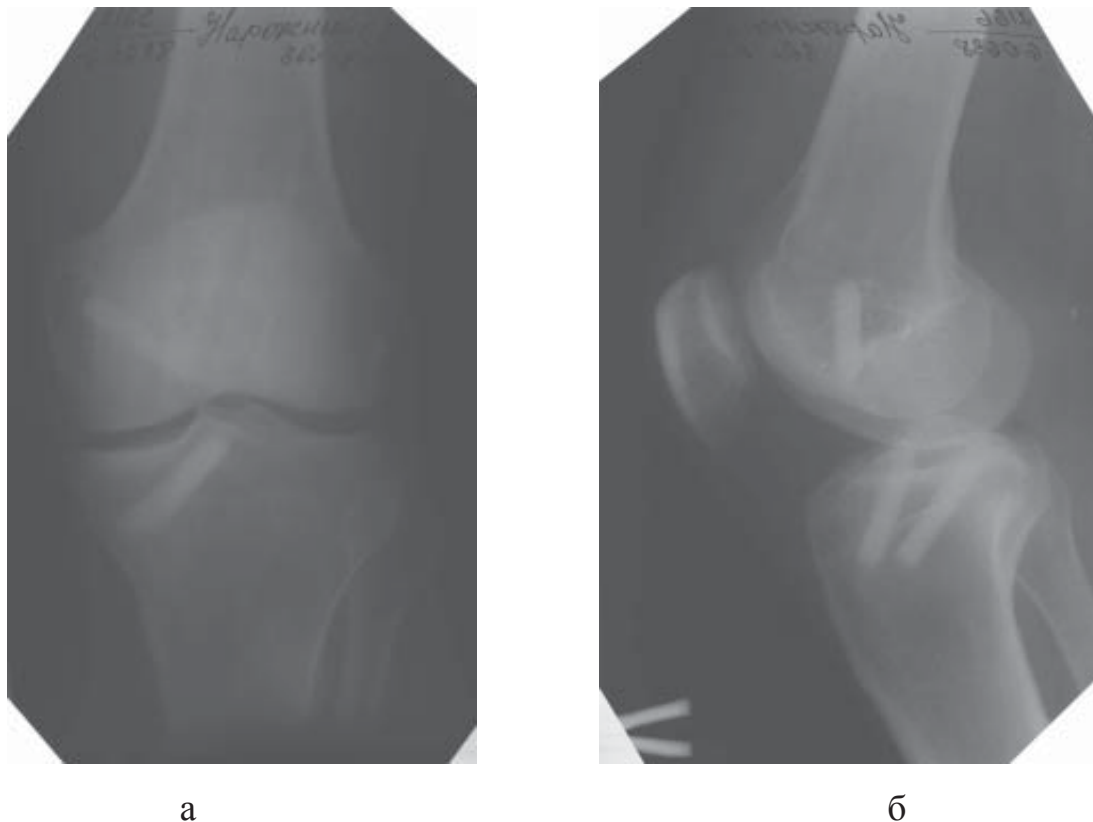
Рентгенограмма б-го Н., 28 лет, ист. бол. № 60638, через 1 год 9 мес после операции:
